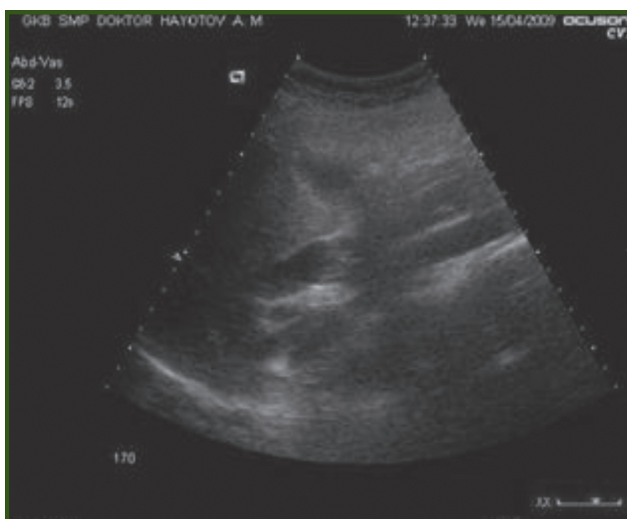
Patient A., 23 years old. Ultrasound. Rupture of echinococcal cyst into bile ducts: hyperechogenic fragments of chitinous membrane in the lumen of dilated bile ducts
